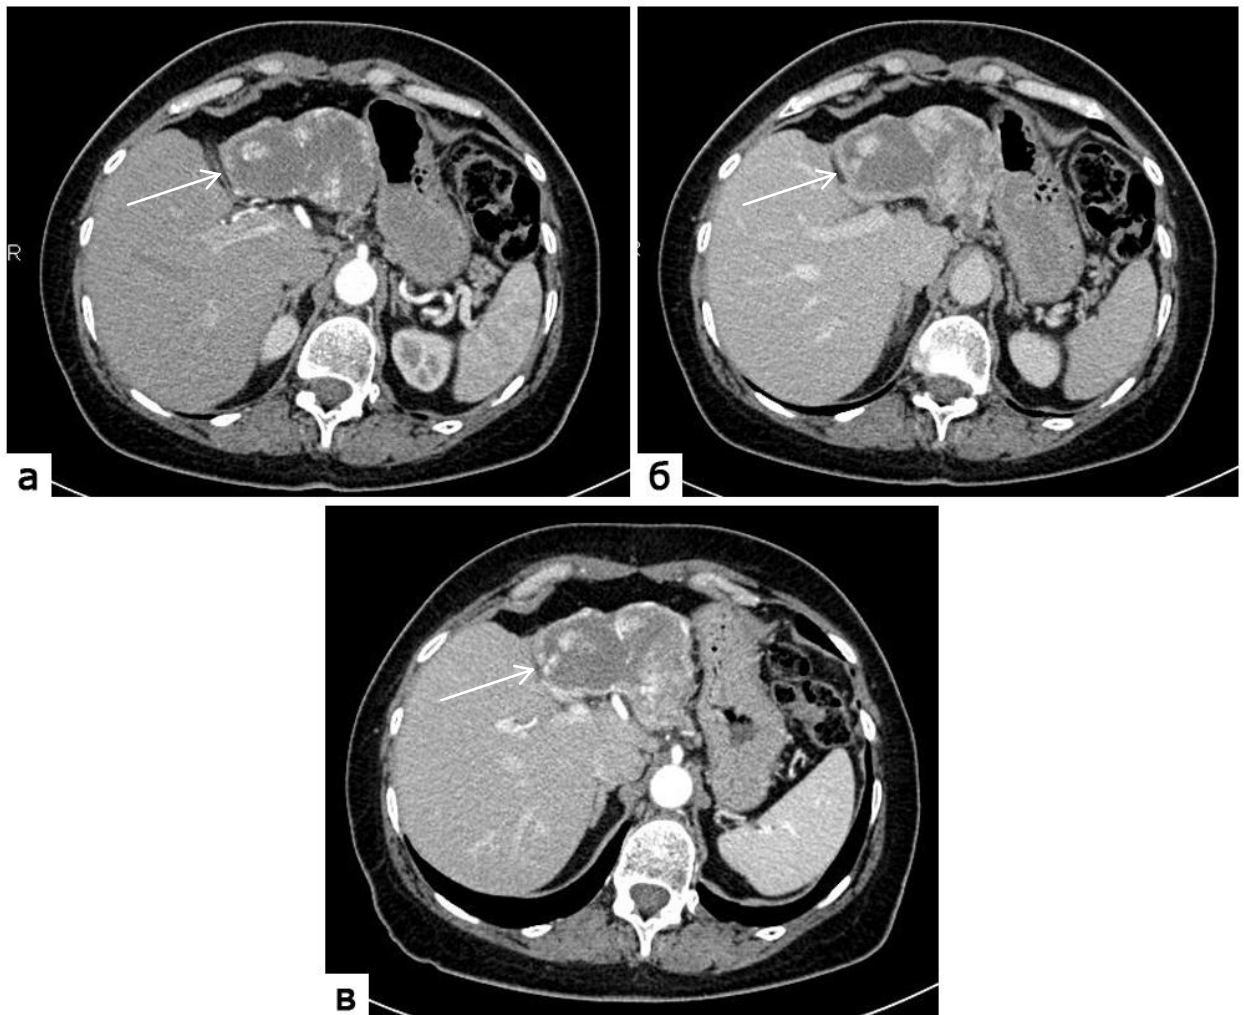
КТ-изображения брюшной полости на уровне печени: а, б – артериальная и венозная фаза при стандартной двухфазной МСКТ; в – венозно-артериальная фаза при одномоментной двухфазной МСКТ. Гемангиома (стрелки)
